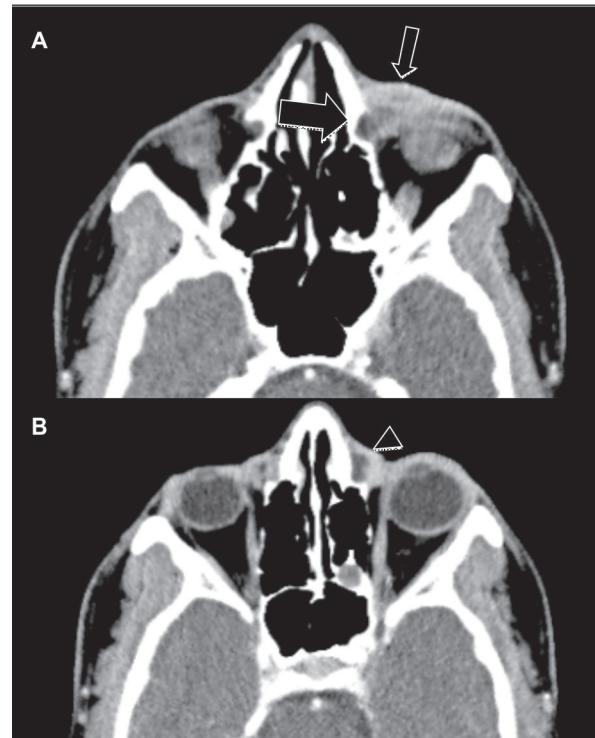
Dacriocistite aguda: paciente de 6 anos de idade, com história de estenose congênita do ducto nasolacrimal esquerdo, referindo dor, abaulamento e vermelhidão no canto interno da órbita esquerda há 2 dias; TC no plano axial pós-contraste (A e B); coleção na topografia do saco lacrimal esquerdo (seta grande) e aumento das partes moles pré-septais (seta pequena); observar o grande realce periférico da coleção pelo meio de contraste (cabeça de seta)
